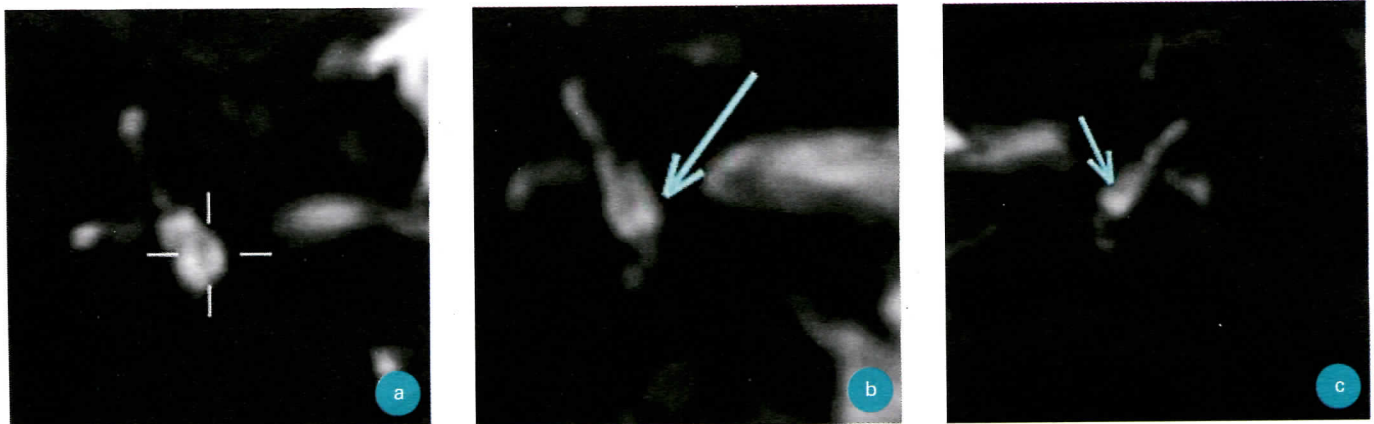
Séquence infra-millimétrique T2, IRM 3T, pas d'injection. Durée 7 minutes Images du saccule en coupes coronales
